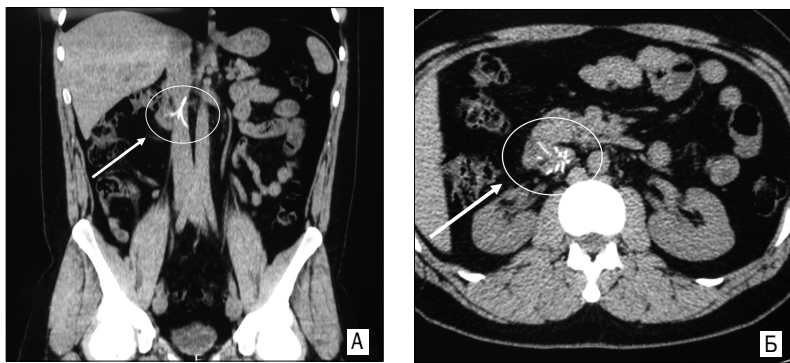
Ножки кава-фильтра (указан стрелкой) выходят за пределы просвета нижней поллой вены и определяются в проекции двенадцатиперстной кишки (мультиспиральная компьютерная томограмма с контрастным усилением во фронтальной (А) и поперечной (Б) проекциях)
